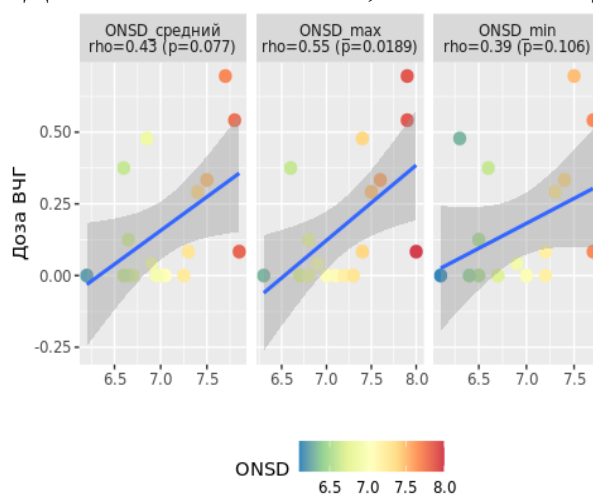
Корреляционная зависимость дозы/индекса ВЧГ за 48 часов и производных ДЗНО по данным входящей КТ (ОНSD средний- ДЗНО средний, ОНСD max - ДЗНО максимальный, ОНСD min – ДЗНО минимальный)
